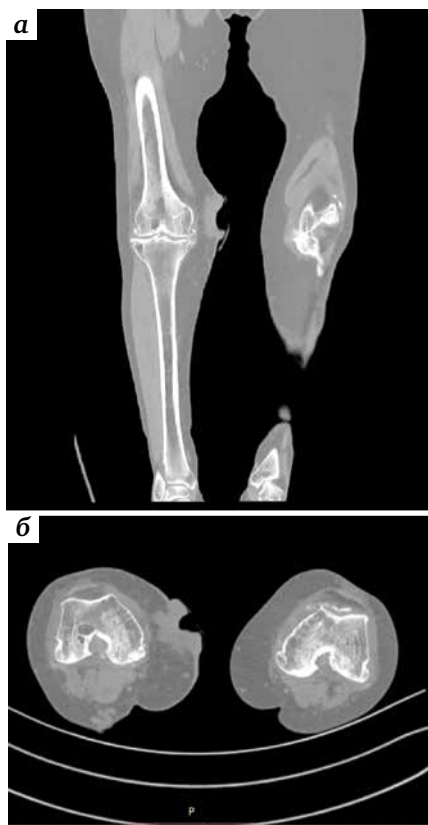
Компьютерные томограммы правого коленного сустава. Образование в мягких тканях размерами  $62 \times 40 \times 52$  мм с четкими контурами
